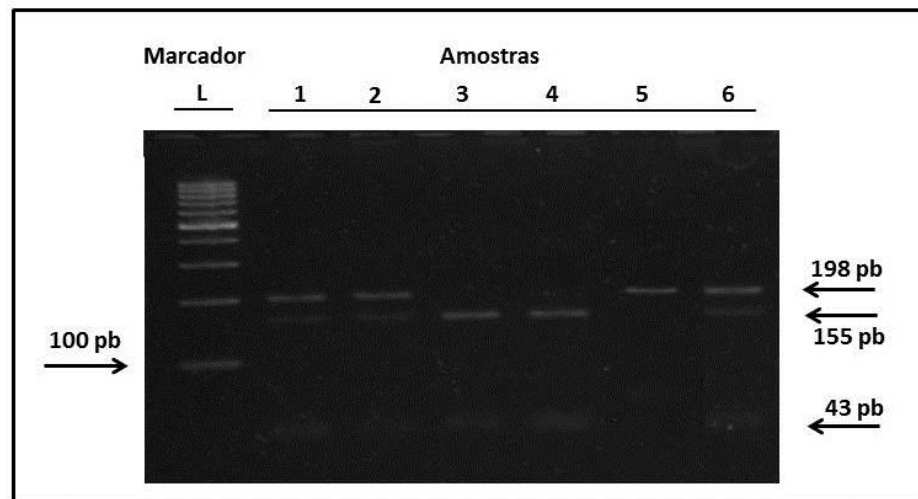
Perfil eletroforético em gel de agarose a 3,0%, com iluminação UV. Resultado da técnica PCR-RFLP para SNP rs2710102. Amostras 1,2 e 6 – heterozigotos (CT); Amostras 3 e 4- homozigotos para o SNP (CC) – Amostras 5 homozigotos para o alelo selvagem (TT). L = marcador molecular de 100pb.
